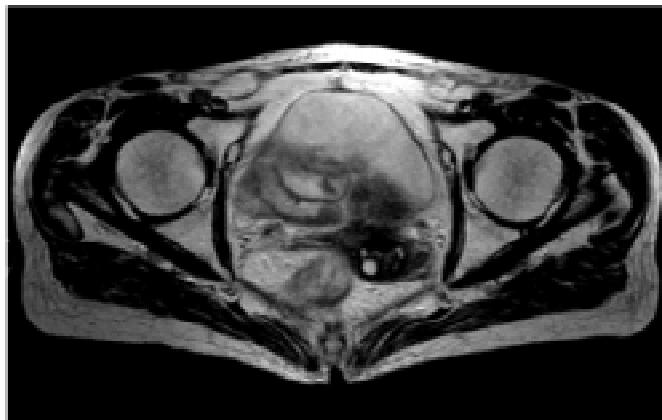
МРТ знімок пацієнтки Ц., 61 р. Діагноз рак прямої кишки Т3N0M0 після ХПТ
